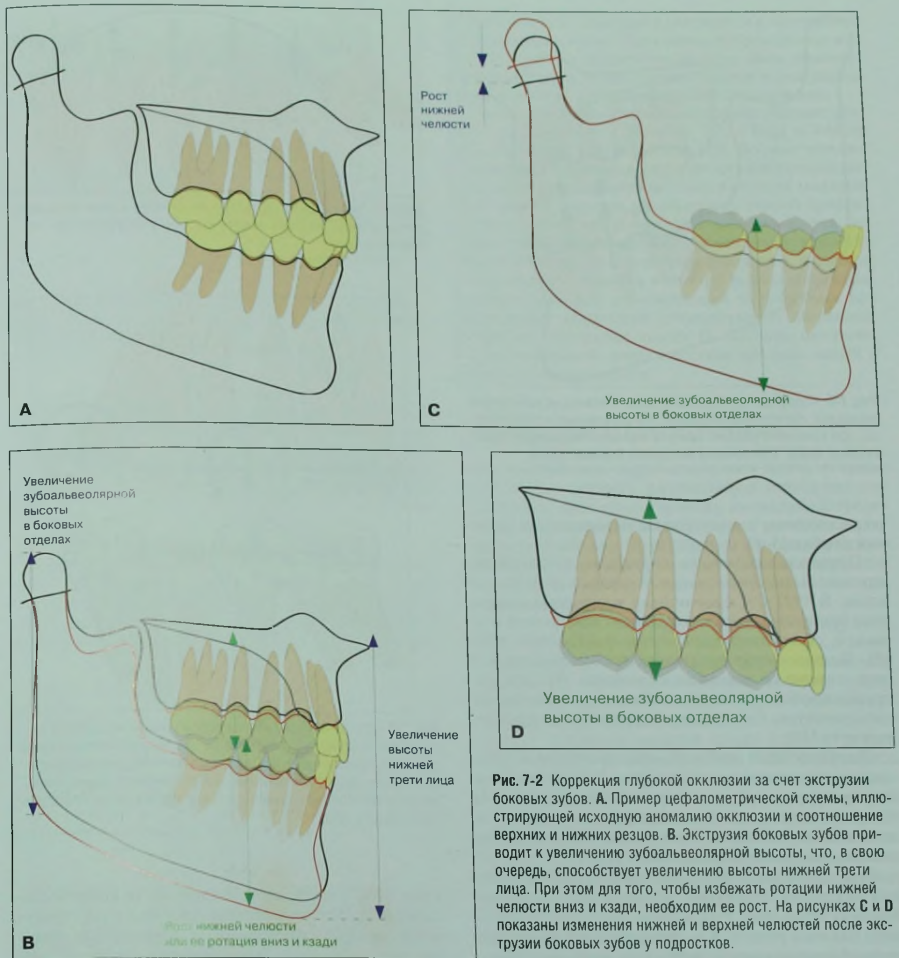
Коррекция глубокой окклюзии за счет экстррузии боковых зубов. А. Пример цефалометрической схемы, иллюстрирующей исходную аномалию окклюзии и соотношение верхних и нижних резцов. В. Экстррузия боковых зубов приводит к увеличению зубоальвеолярной высоты, что, в свою очередь, способствует увеличению высоты нижней трети лица. При этом для того, чтобы избежать ротации нижней челюсти вниз и назад, необходим ее рост. На рисунках С и Д показаны изменения нижней и верхней челюстей после экстррузии боковых зубов у подростков.
